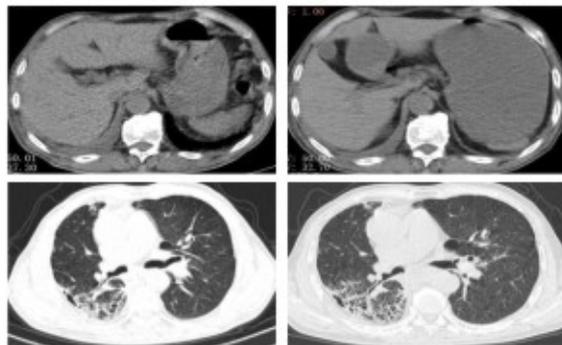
3.12(左)、3.19(右) 胸部CT
